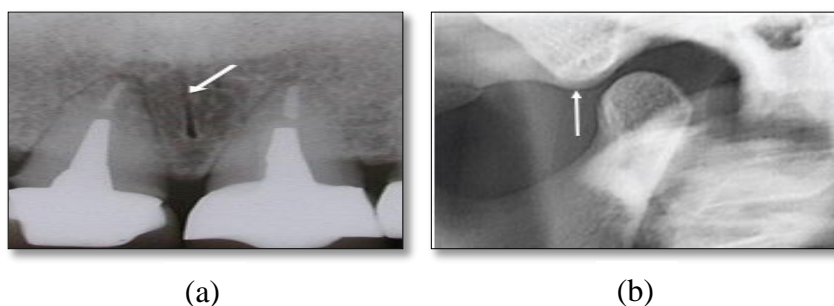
Les structures physiologiques radio-opaques au niveau maxillaire : (a) Radiographie de la structure intermaxillaire, (b) Radiographie du condyle maxillaire [6].
